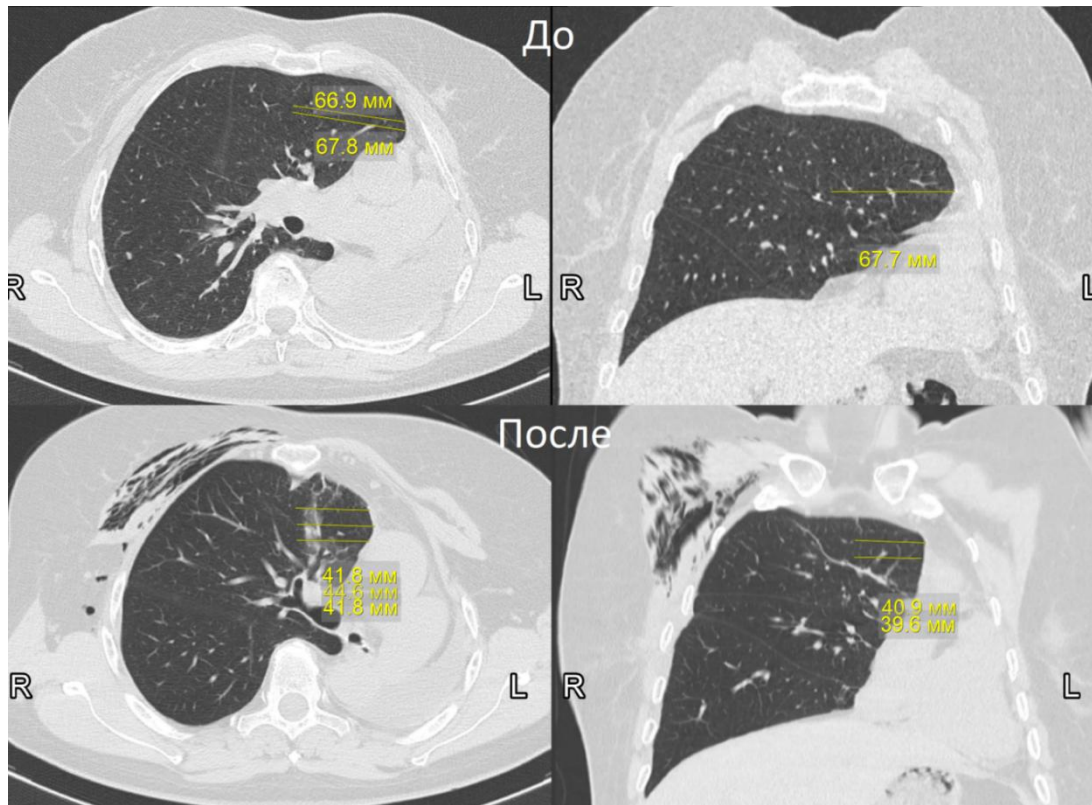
Измерение длинника MSG на КТ ОГК до и через 3 месяца после пластики переднего средостения у пациентки Ф.
